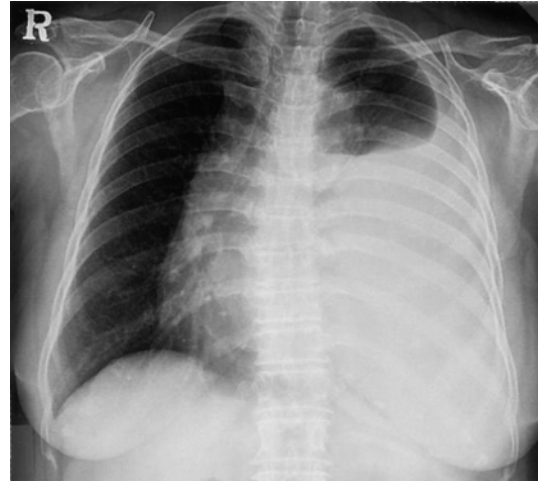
Chest radiograph shows large amount pleural effusion on the left lung.
